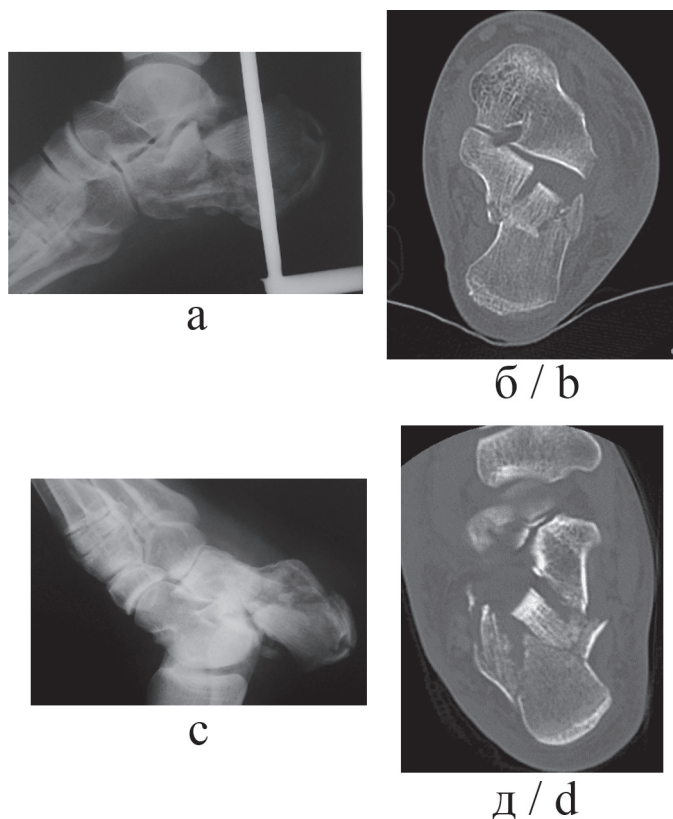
Боковая рентгенограмма (а) и КТ (фронтальный срез, б) правой стопы; боковая рентгенограмма (с) и КТ (фронтальный срез, д) левой стопы больного К., 34 года, в день поступления: правая пяточная кость — С1.2 тип по АО/ASIF, IIIAB тип по R. Sanders; левая пяточная кость — С2.2 тип по АО/ASIF, IIIBC тип по R. Sanders.
